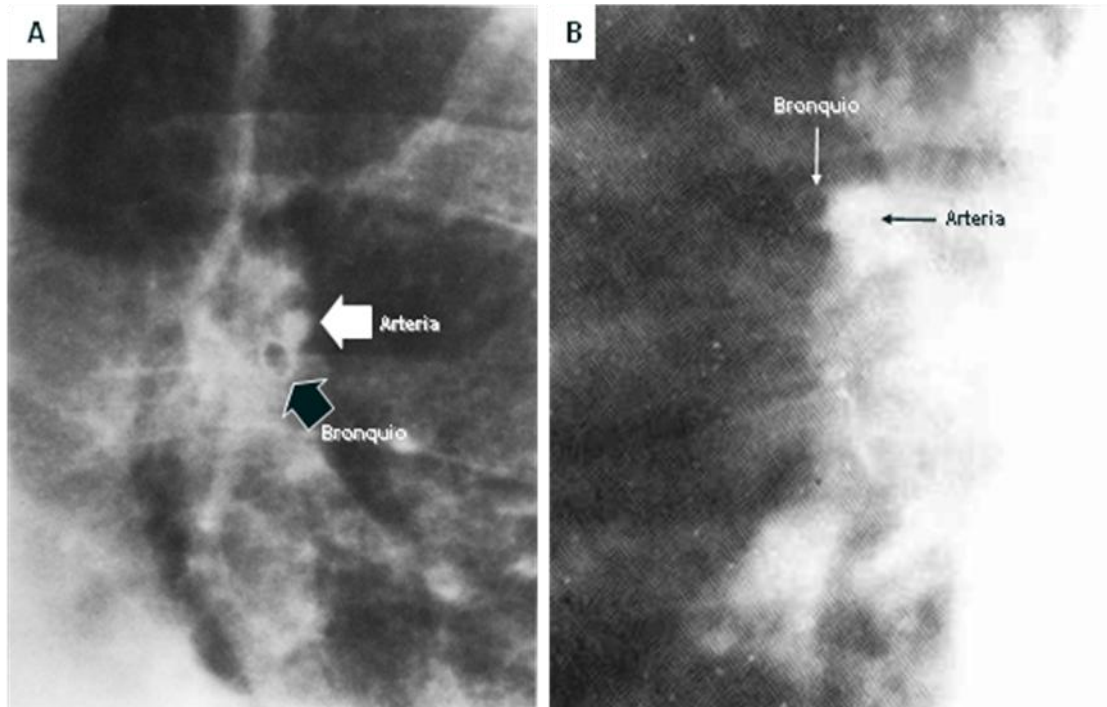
58. A. Radiografía frontal de tórax, se observa una arteria central radio opaca (densidad agua, flecha blanca) adyacente al bronquio aireado (flecha negra), ambos tienen el mismo diámetro. B. Paciente con plétora pulmonar por comunicación interauricular, el diámetro de la arteria pulmonar es mayor al del bronquio acompañante.
